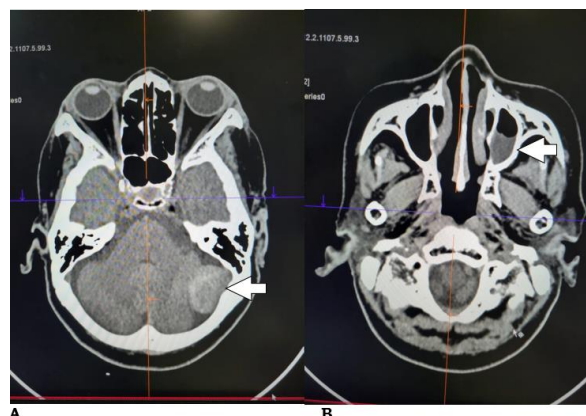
TDM crâniocéphalique en coupe axiale avec injection de PDC iodé en fenêtre parenchymateuse :
